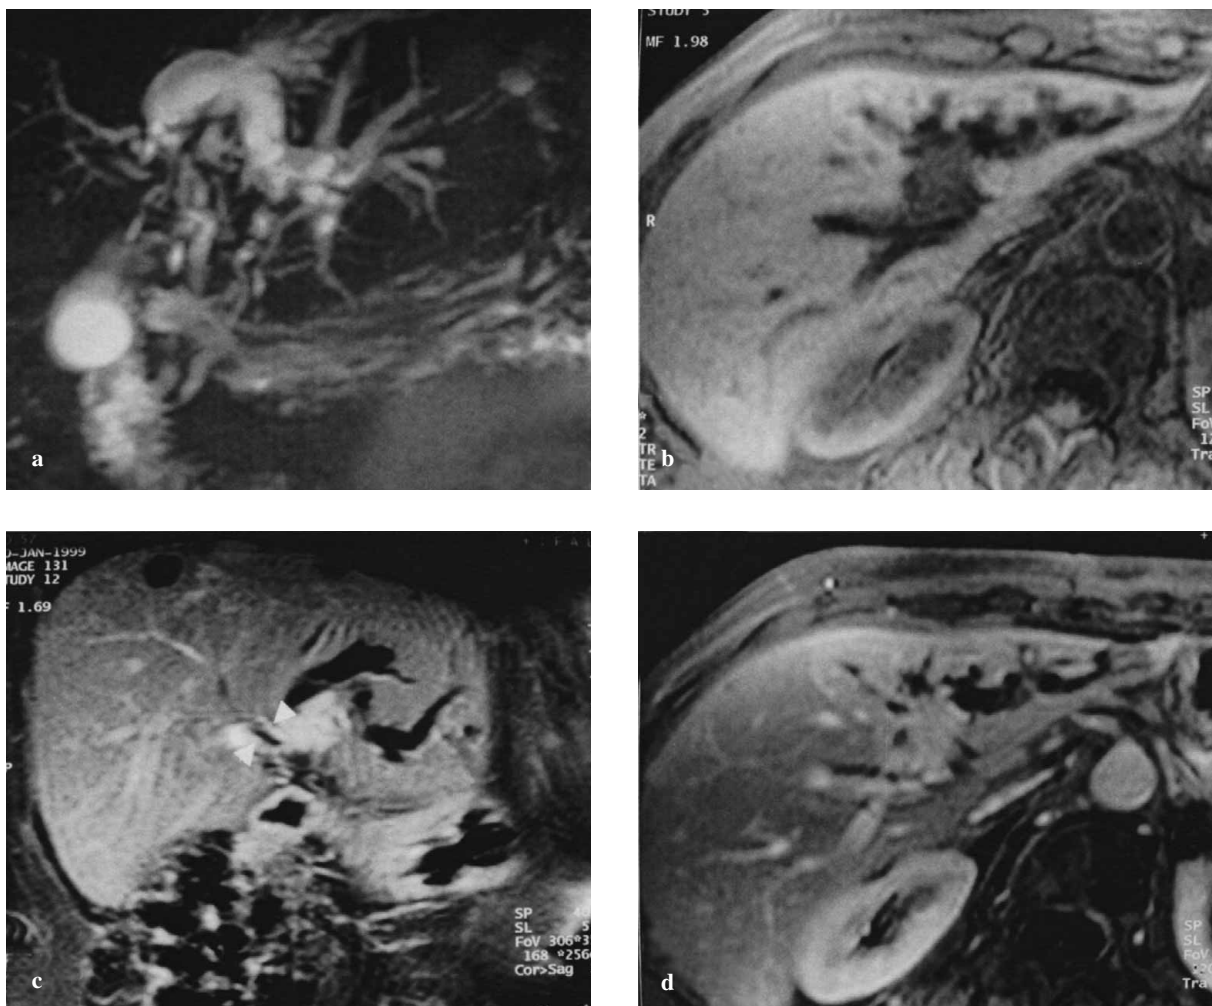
Mass-like hilar cholangiocarcinoma. Magnetic resonance cholangiopancreatography (MRCP) (a) shows severe dilation of the left hepatic biliary tree. In the T1-w sequence, the cholangiocarcinoma appears as a round mass with irregular margins, hypointense before contrast medium administration (b) and strongly hyperintense after contrast medium administration (c,d). The lesion is better demonstrated in the coronal T1-weighted sequences (c). The intrahepatic bile ducts, similarly to the main lesion, show parietal enhancement (arrowheads).
